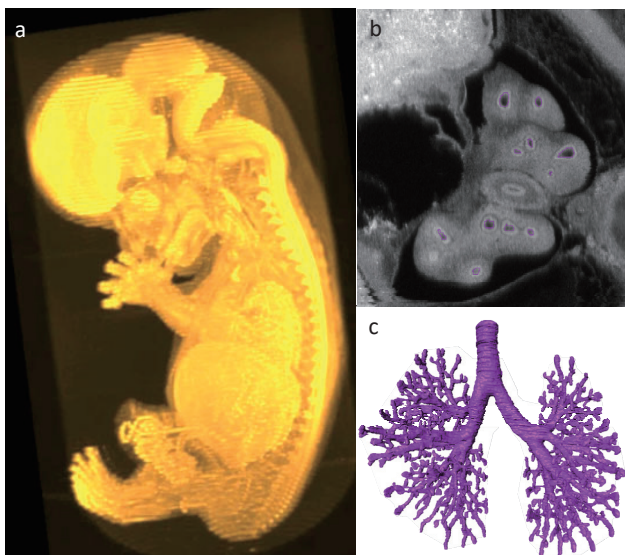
位相 CT 画像を用いた解析例 [カーネギー発生段階 22 (受精後約 50 日) の標本]
